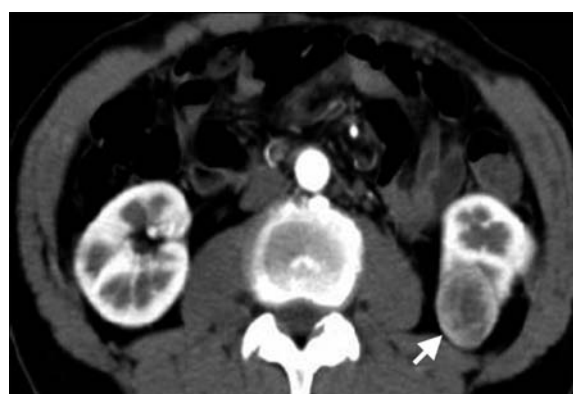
Enhanced abdominal CT showed left renal tumor, 3.4 cm in diameter (arrow).
